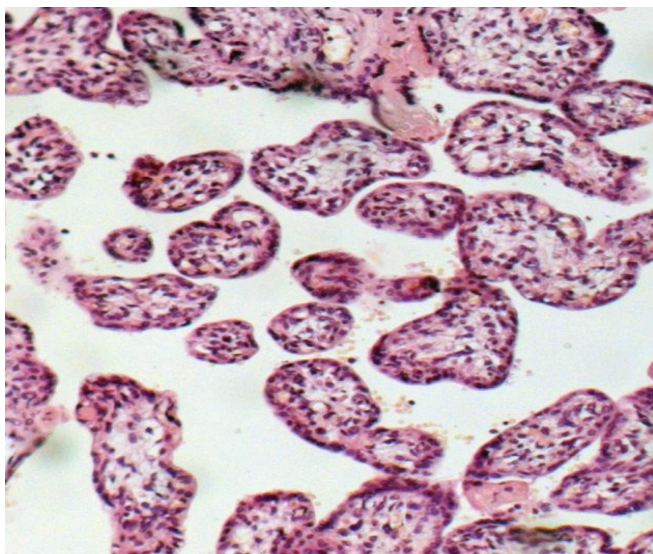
Плацента у женщин с угрожающими ПР и последующими ПР (32 недель гестации). Проллиферативный виллузит промежуточных и терминальных ворсин. Окраска гематоксилином и эозином x 400.
